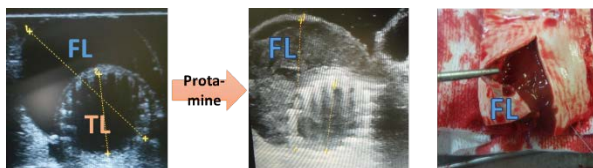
ステント留置後のエコー画像および偽腔内血栓の様子
